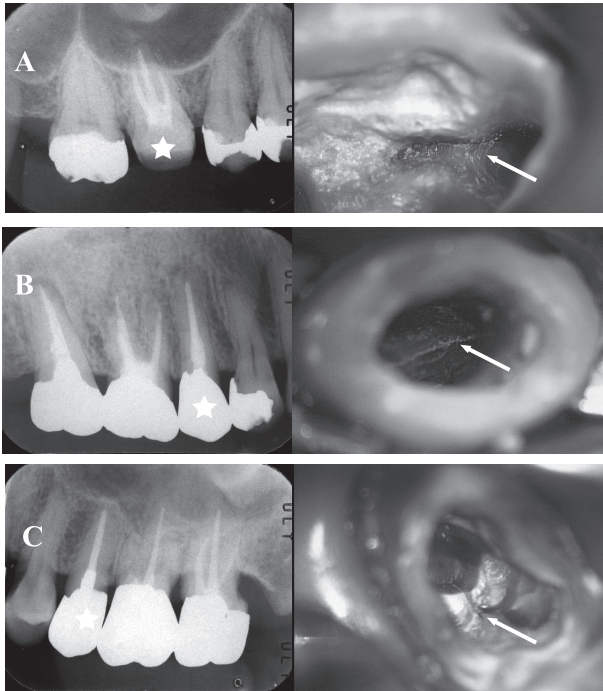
Normal radiography finding with fracture line (←)
